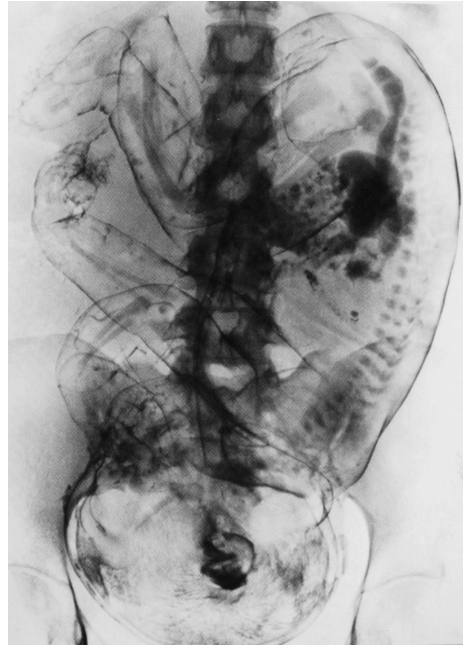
X-ray amniotography in a fetus at 35 weeks gestation. X-ray amniotogram taken 42 hours after administration of 40 ml of water soluble iodine contrast media and 18 ml of lipid soluble contrast media (Lipiodol®) delineates surface anatomy of the fetus selectively, by virtue of lipid soluble characteristics of sebaceous appendage of the fetal skin. Intestine of the fetus is also visualized due to concentration of the swallowed water soluble contrast media (courtesy of Prof. Nobuhiro Shimada<sup>17),18)</sup>).
